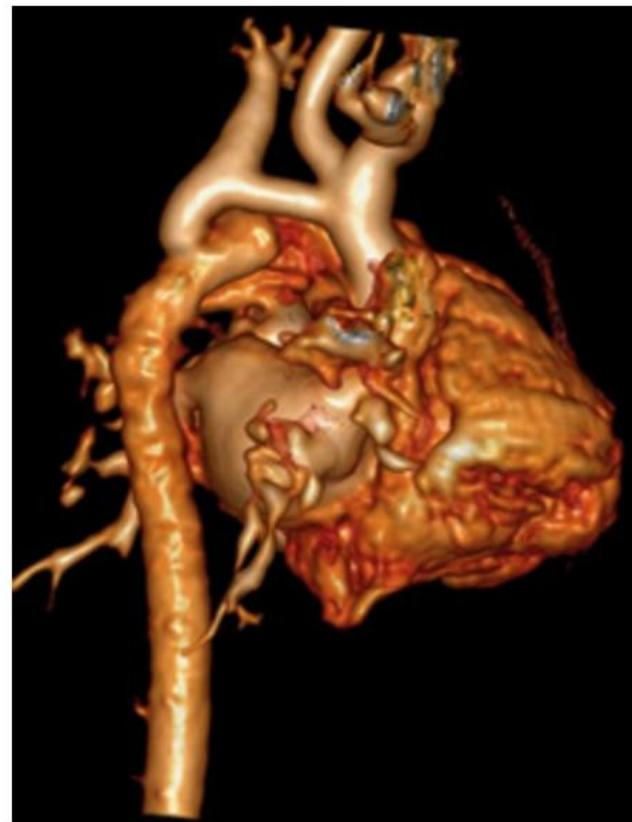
Мультиспиральная компьютерная томография при коарктации аорты.
